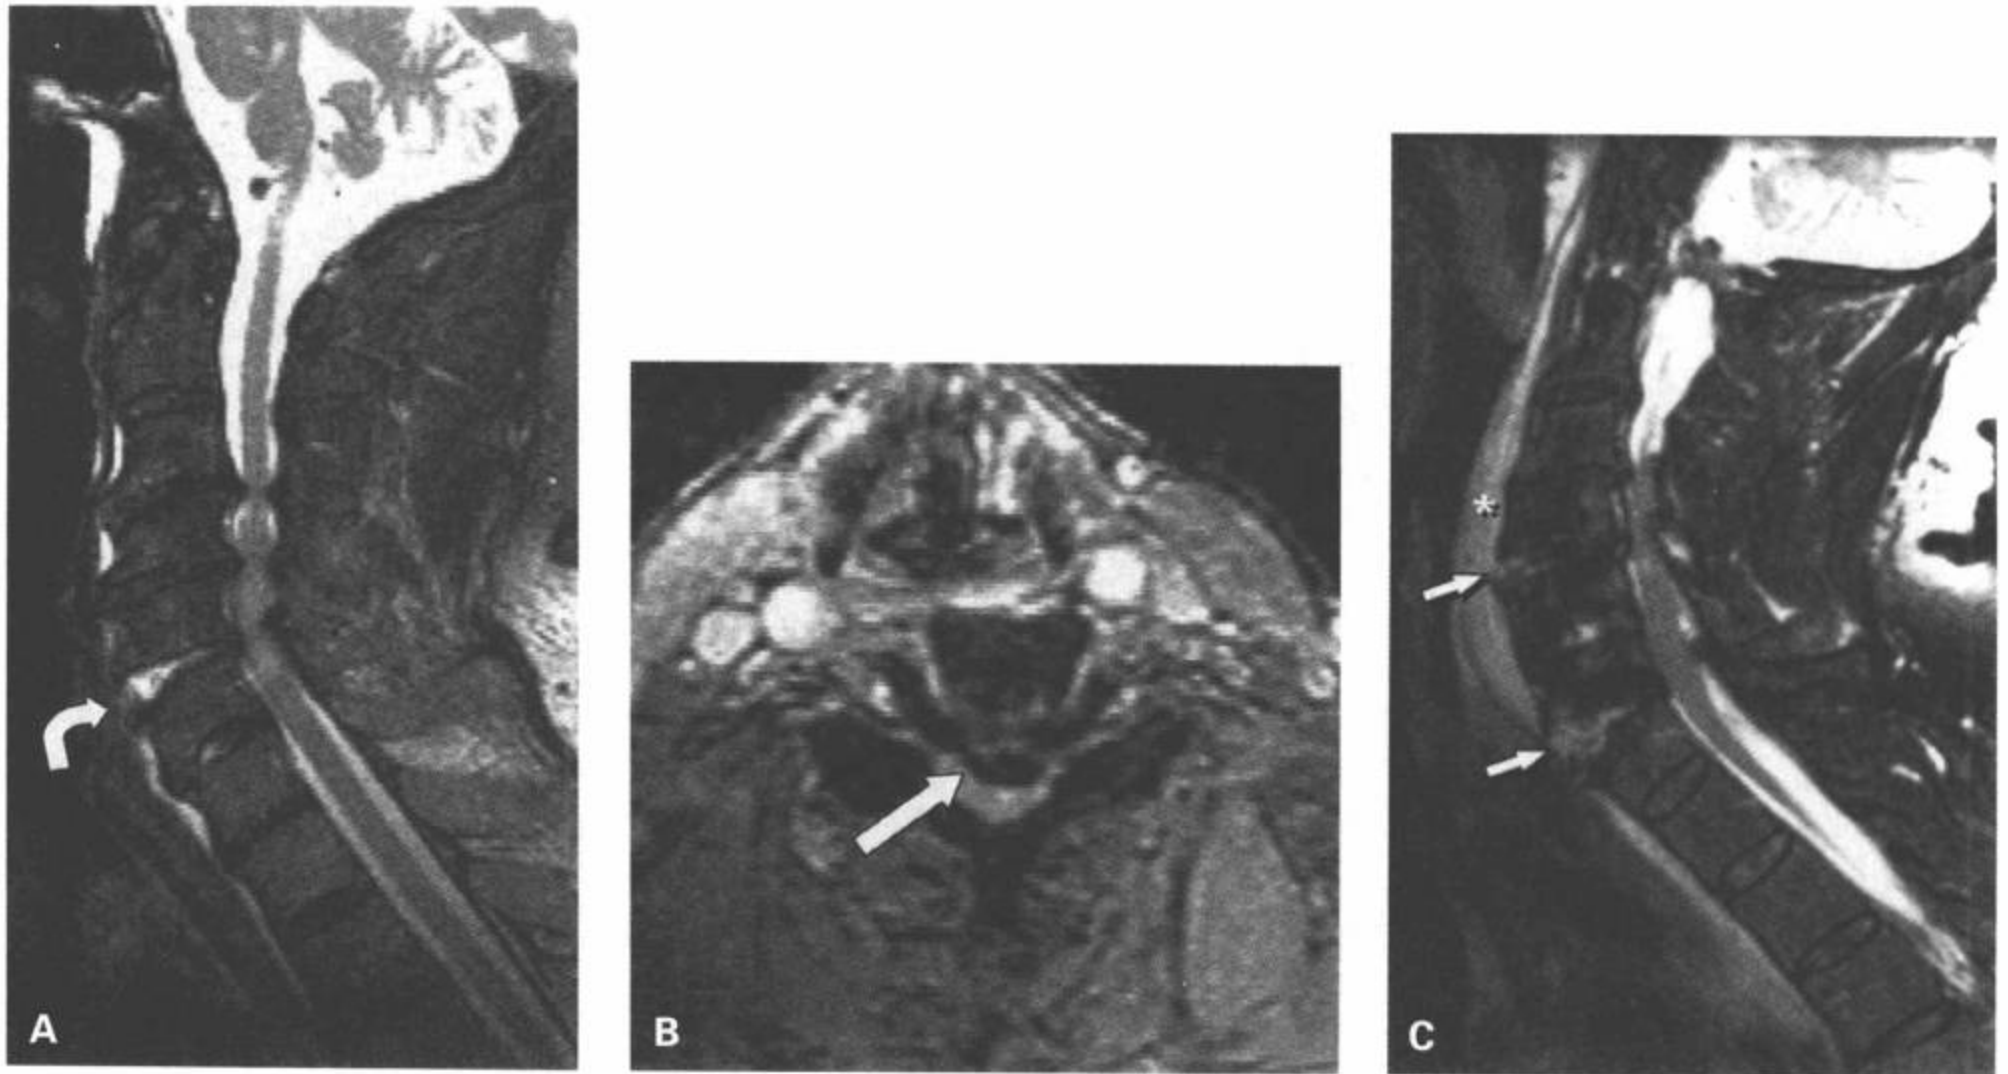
C5/C6 伸展机制的损伤。A: 矢状面 FSE T2 加权图像显示颈椎多个层面的退变性改变和 C3 ~ C6 椎管狭窄。C5/C6 椎间隙前部急性增宽 (弯箭), 继发性损伤的椎间盘物质呈高信号。也显示了脊髓水肿。B: 通过 C5/C6 椎间隙的横断面梯度回波图像显示后移的椎间盘碎片 (箭) 压迫硬膜囊。C: 另一例病人的矢状面 T2 加权图像显示两个截然不同层面 (C4/C5 和 C6/C7) 的伸展型损伤。显示椎间隙前部增宽, 损伤的椎间盘信号增高 (箭)。可见一巨大的椎前血肿 (星号)。(From: Flanders AE, Croul SE. Spinal trauma. In: Atlas SW. Magnetic Resonance Imaging of Brain and Spine. 3<sup>rd</sup> ed. Philadelphia: Lippincott Williams & Wilkins; 2002: 1784, with permission.)
